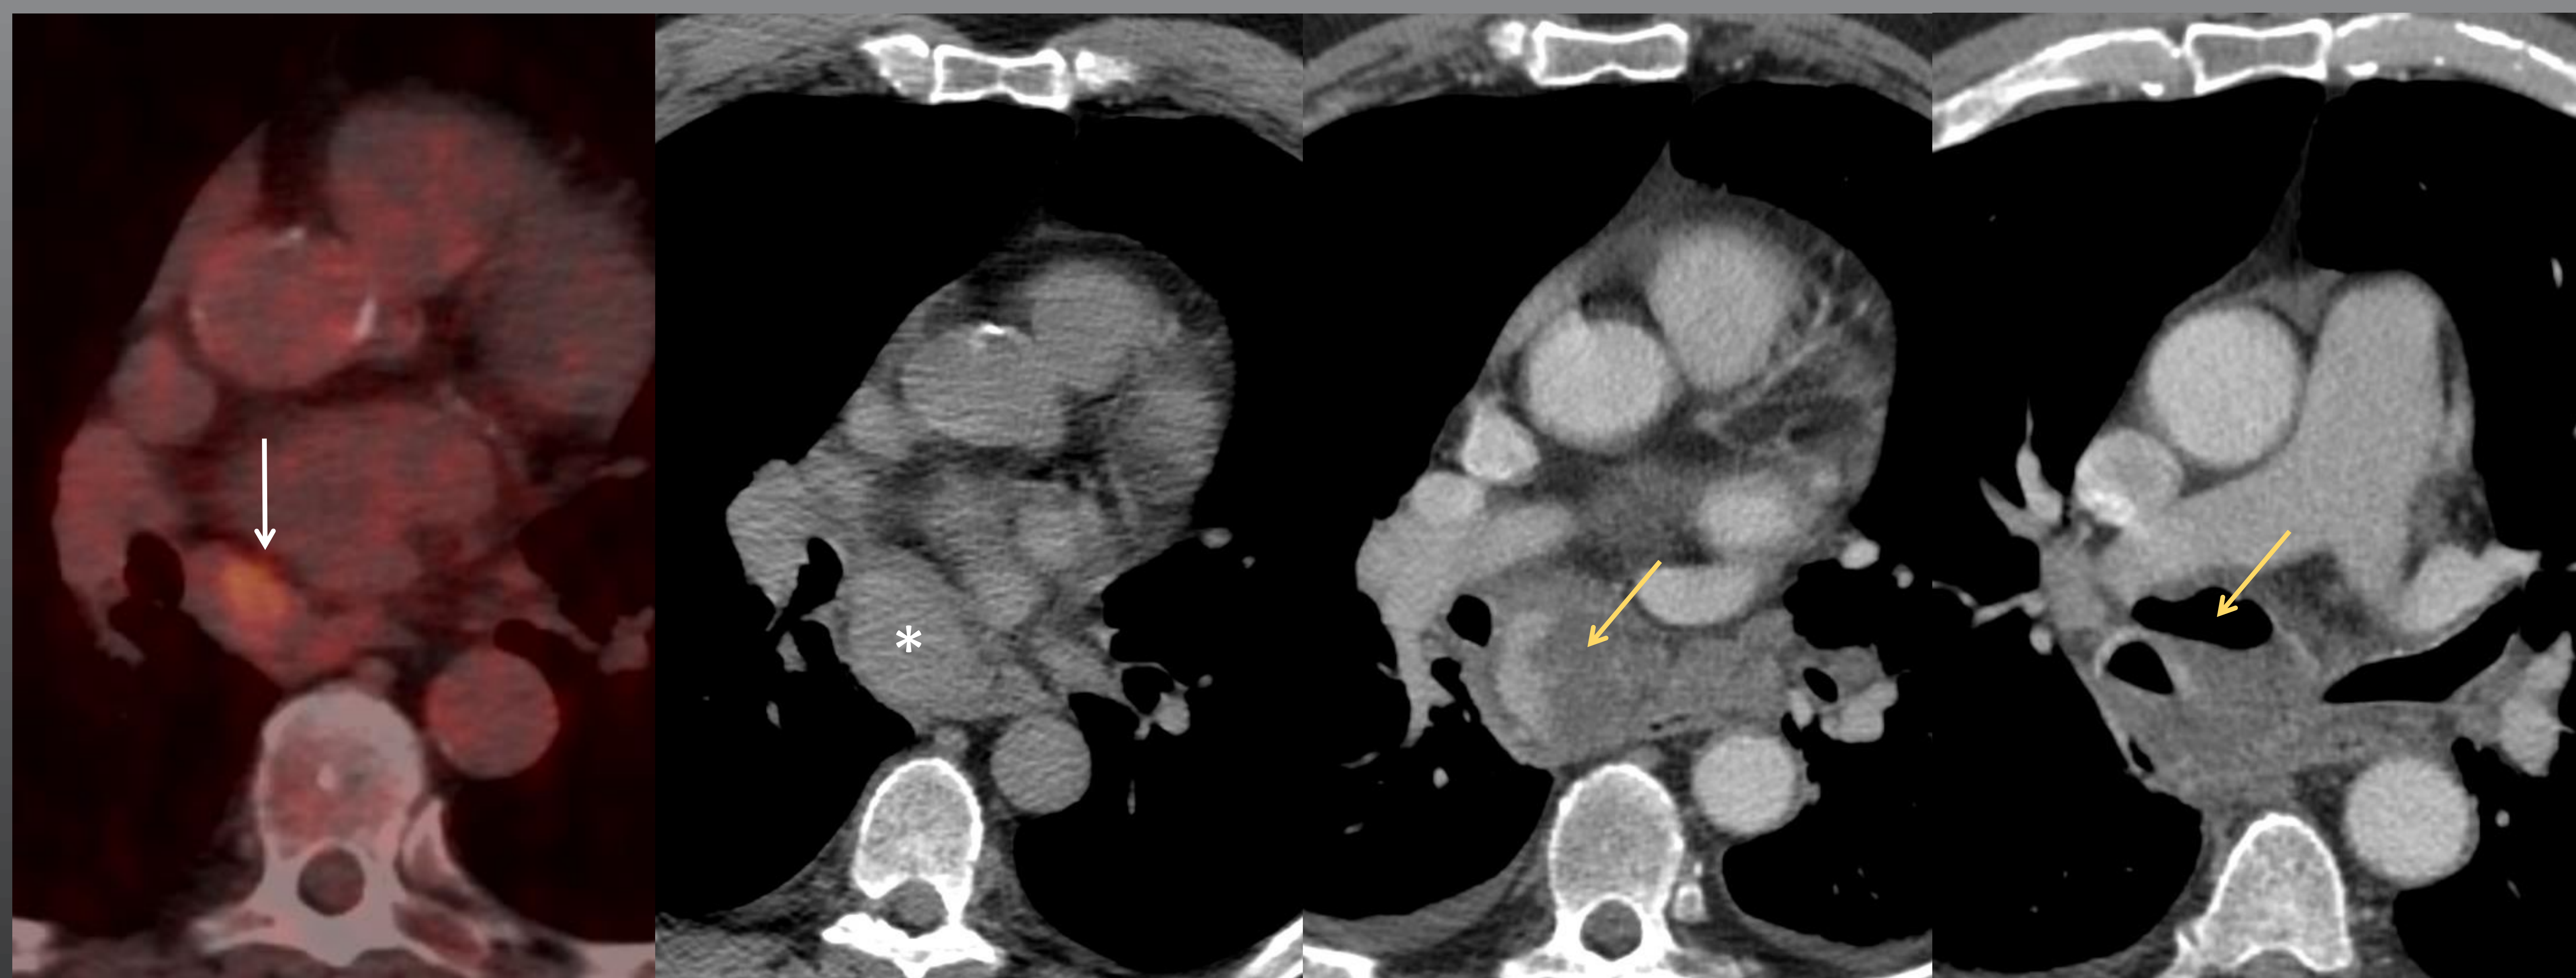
Paciente de 65 años con neoplasia renal diseminada a nivel óseo. Durante el curso con tratamiento con sunitinib aparece una adenopatía subcarinal levemente hipermetabólica en la PET-TC (SUVmáx 4.9) (flecha blanca).
